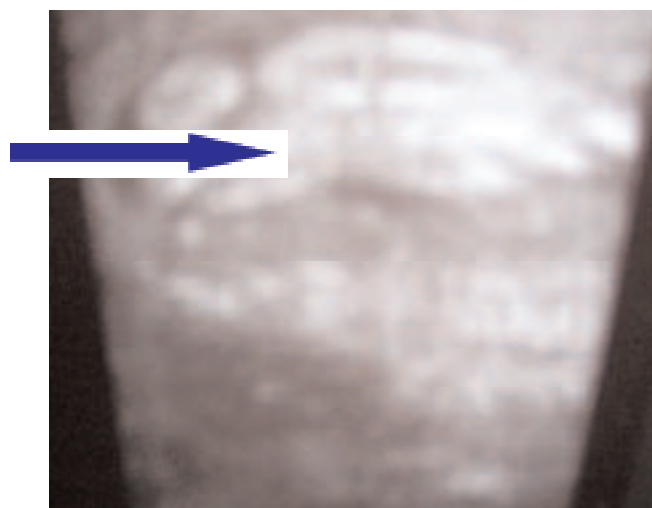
Aspect échographique des paquets d'ascaris
